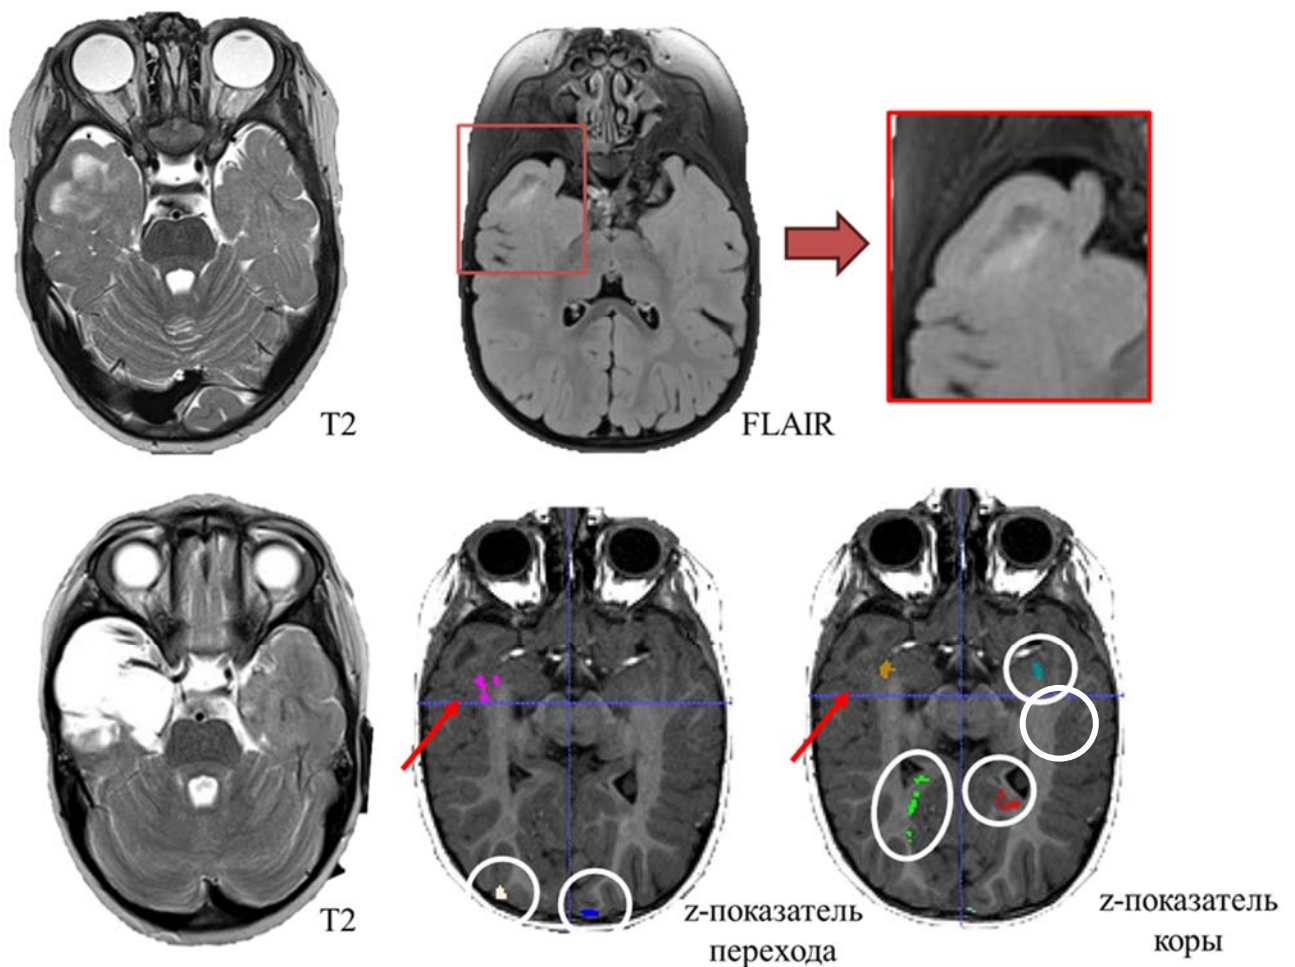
МРТ пациента с ФКД правой височной доли (красный квадрат). На изображениях с наложением z-показателя нарушения перехода серого и белого вещества выявляется аномально яркая зона и аномально яркая зона по признаку утолщения коры (красные стрелки). В белых кругах обозначены условно ложноположительные зоны
